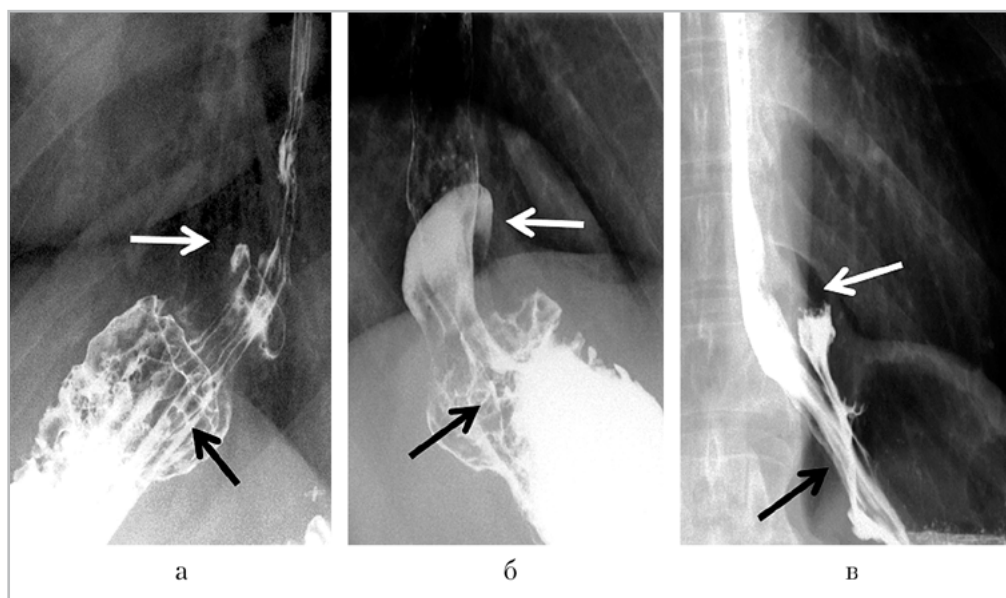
Прицельные рентгенограммы кардиоэзофагеальной зоны с пероральным контрастированием в боковой (а), косой (б) и прямой (в) проекциях. Осложнения после АРО по Тупе (2011) у пациента Л., 34 года (а, б). Миграция манжеты, тип I — часть манжеты в заднем средостении (белая стрелка), кардия под диафрагмой (черная стрелка). Осложнения после АРО по Черноусову (2010) у пациента И., 46 лет (в). Миграция манжеты, тип I — часть манжеты в заднем средостении (белая стрелка), кардия под диафрагмой (черная стрелка)
